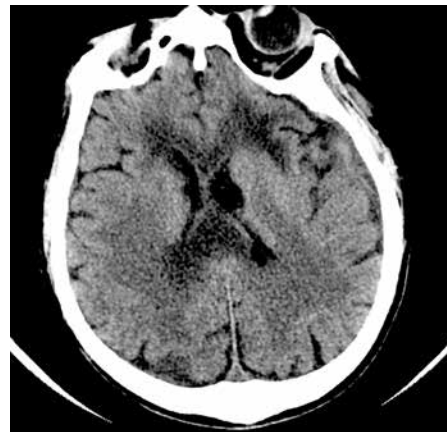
КТ головного мозга от 22.09.2021. Отек вещества мозга в перивентрикулярных и конвексимальных отделах. Деформация передних рогов боковых желудочков, умеренное расширение височных рогов с обеих сторон. Окклюзионной гидроцефалии нет
